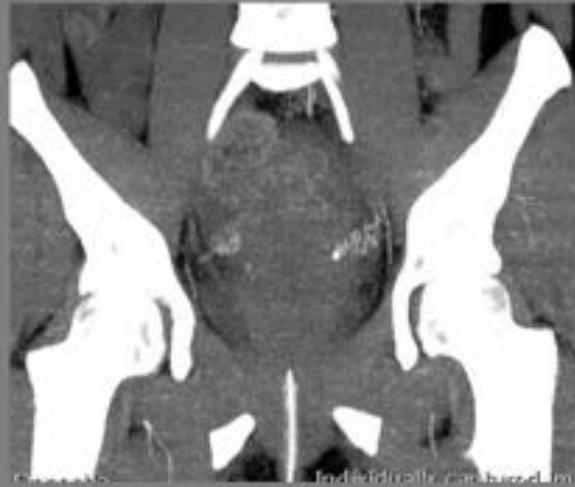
Fig. 21. Púerpera con dolor abdominal, fiebre, leucocitosis. En las imágenes de TC axial, sagital y coronal con contraste i.v se identifica presencia de líquido y gas en la cavidad endometrial y en la incisión de cesárea. Además en las imágenes sagital y coronal se aprecia la marcada dilatación de asas de intestino delgado y mínimas cuñas de líquido libre entre asas.
